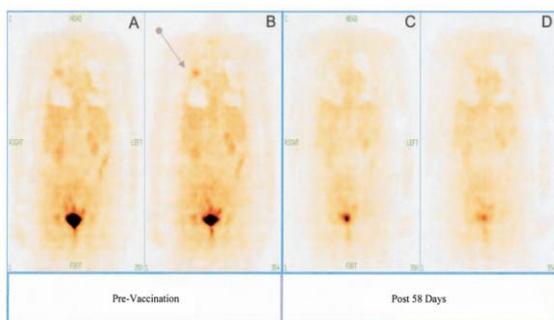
Se muestra un PET de un paciente antes de recibir la vacunación y 2 meses después, se aprecia una atenuación de la lesión metastásica pulmonar (12).
